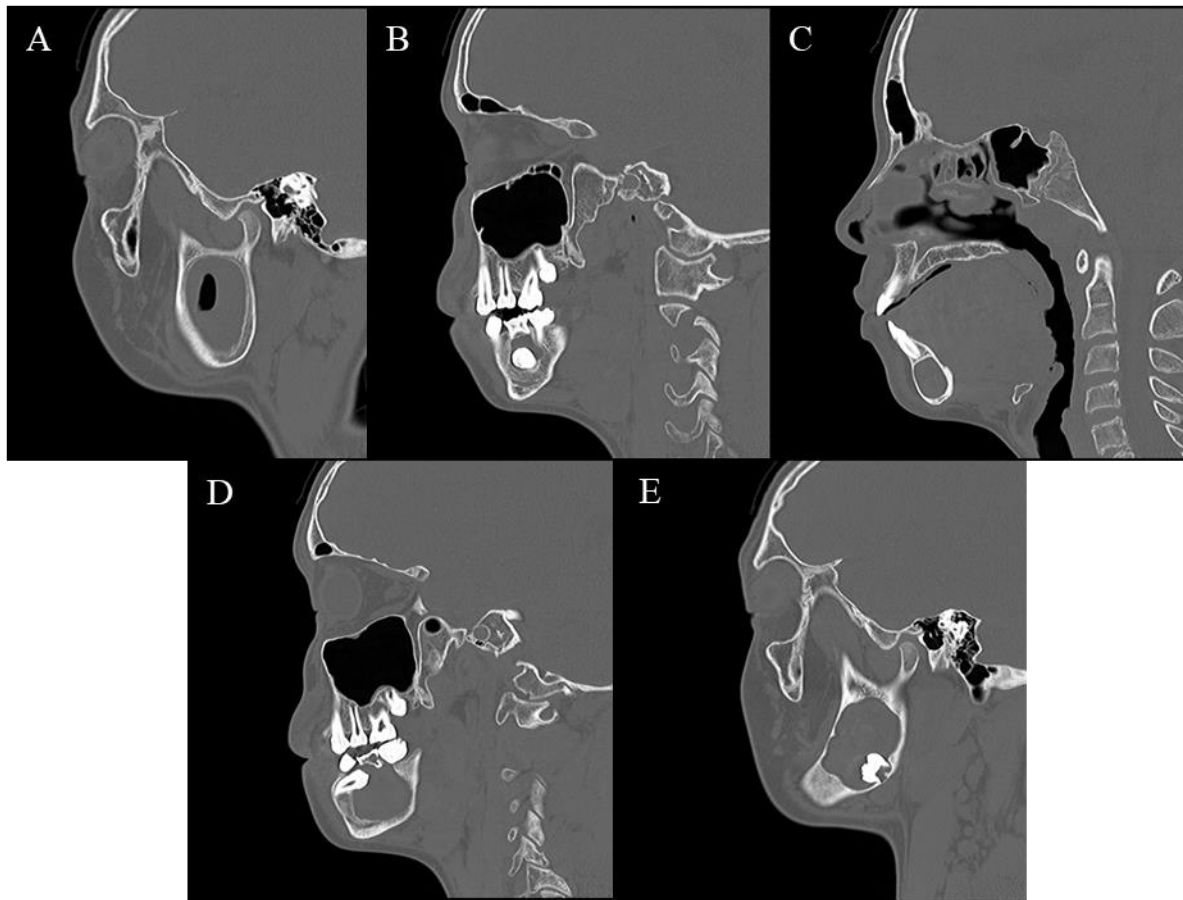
Tomografia Computadorizada 27/05/2019
